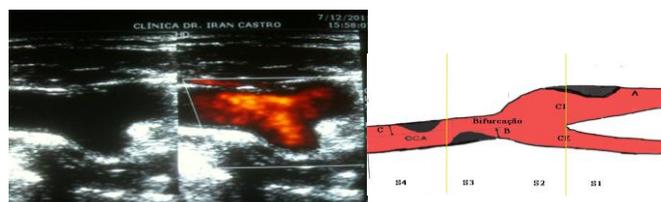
Ecografia das Carótidas para análise da espessura médio-intimal e mensuração de placas – divisão por segmentos.
